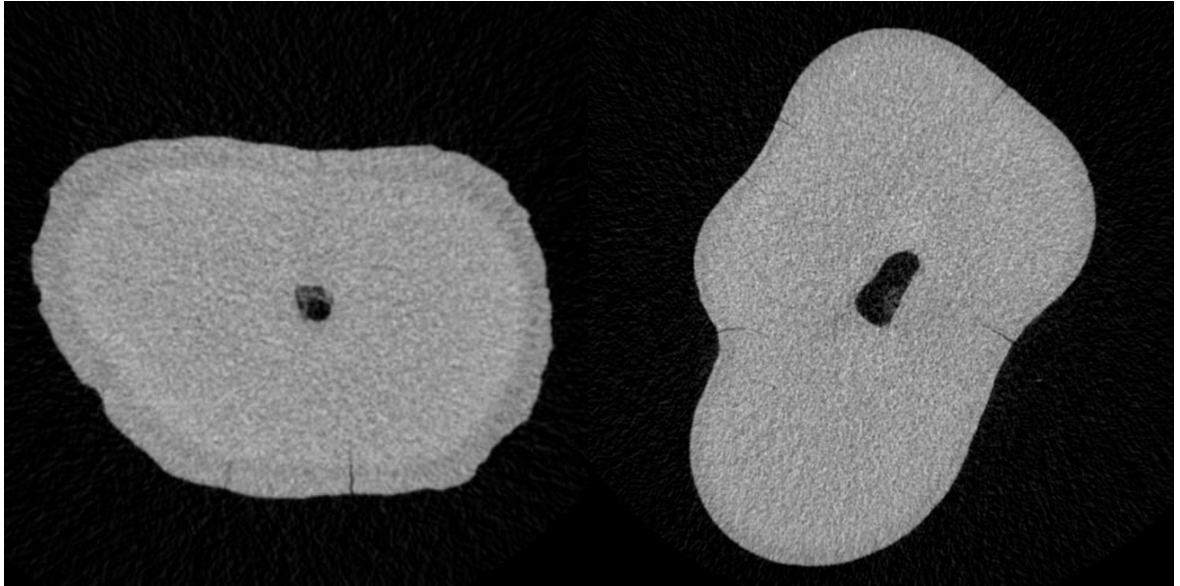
Horizontale Mikro-CT-Aufnahmen mit von der Wurzeloberfläche ausgehenden Mikrorissen.
